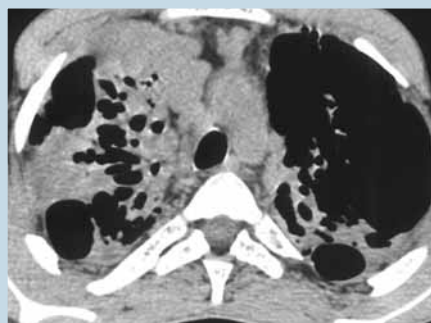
Rozsah a závažnosť bronchiektázií na HRCT.
